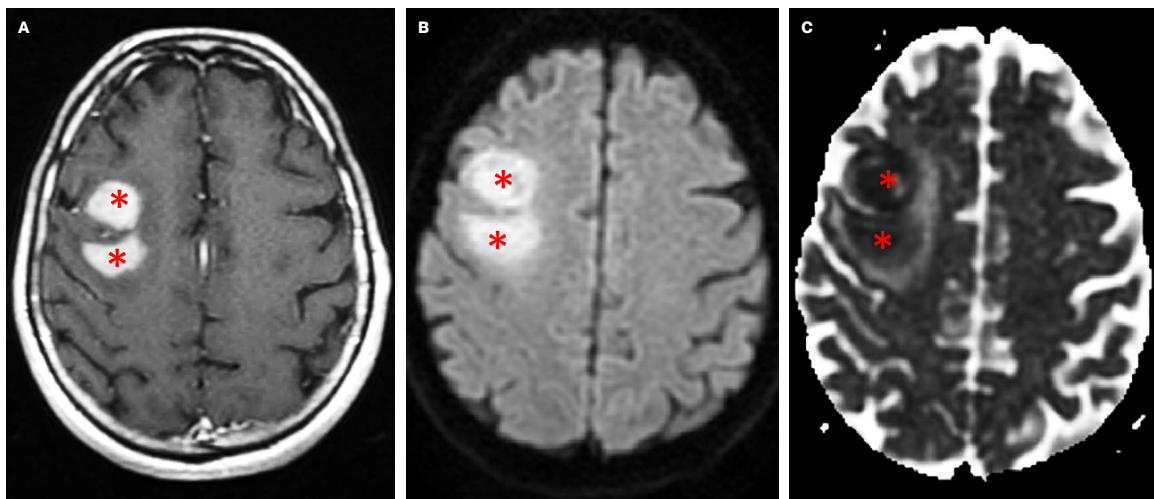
Linfoma (asteriscos). Masa intraaxial frontal que muestra realce en la imagen potenciada con gadolinio en T1 (A) y restricción de la difusión, hiperintensa en DWI (B) e hipointensa en ADC (C).
